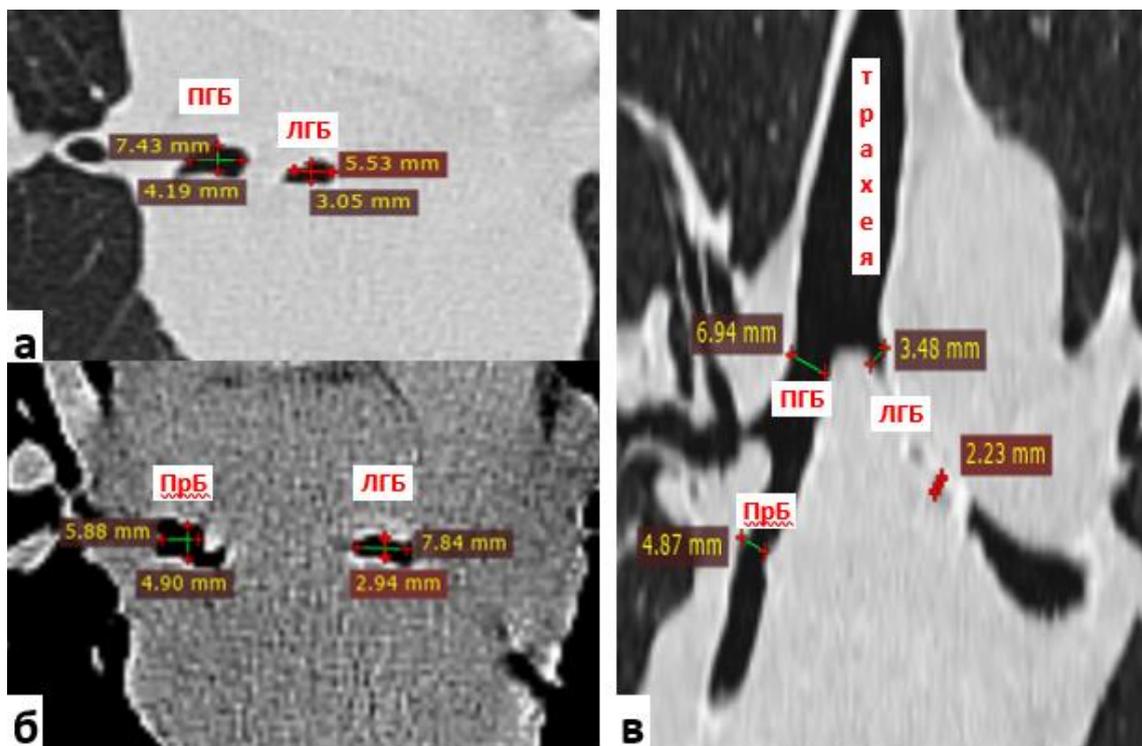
МСКТ органов грудной полости от 23.04.2020 г. (при поступлении): а – аксиальная плоскость, «легочное окно»; б – аксиальная плоскость, «медиастинальное окно»; в – коронарная плоскость, «легочное окно»
